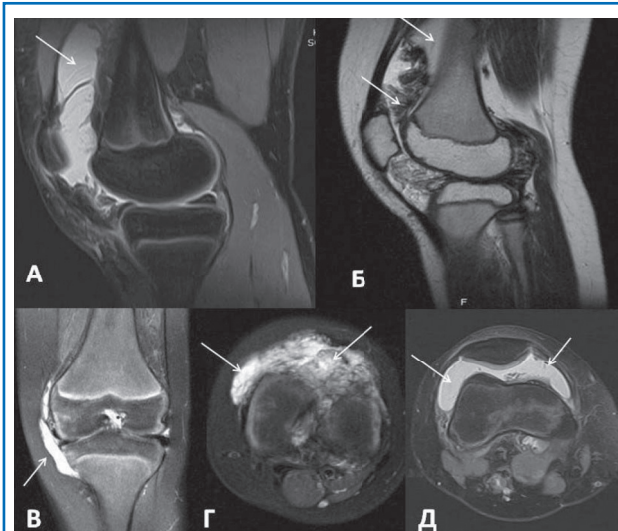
МРТ пациентов с ПВНС (собственные данные): МР-признаки гиперплазии синовиальной оболочки с признаками гемосидероза (темные включения – выпадение МР-сигнала), неоднородность синовиальной жидкости. а, б, г – гиперплазия синовиальной оболочки, признаки гемартроза, наличие признаков гемосидероза (наличие темных полос – выпадение сигнала); в, д – гиперплазия синовиальной оболочки, наличие выпота.
